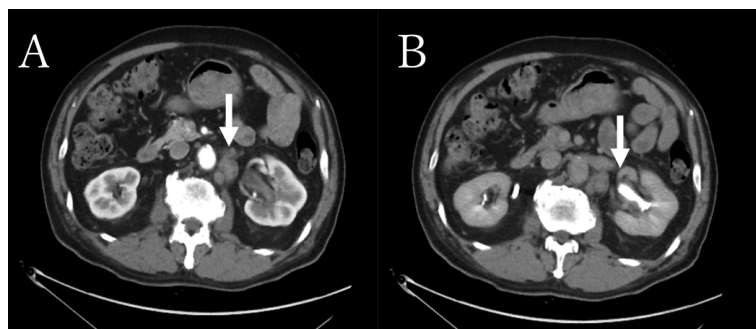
Enhanced CT shows (A) enlarged paraaortic lymph node and (B) thickening of the wall of the left renal pelvis.
